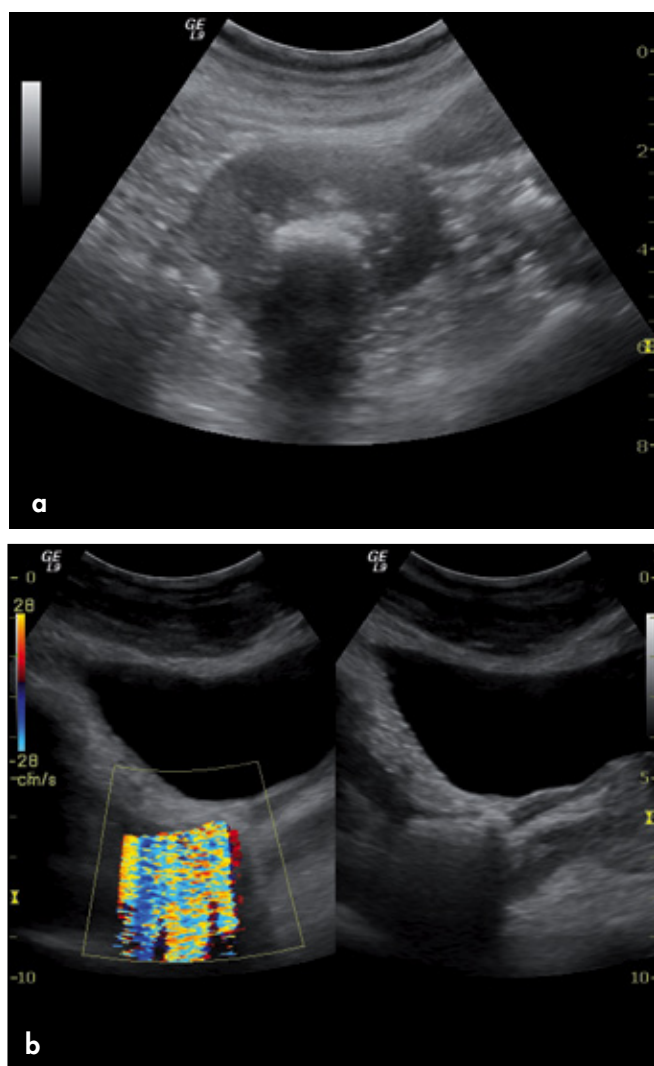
Litiasi renale. Scansione obliqua sul seno renale destro. a) È evidente un grossolano calcolo pelvico senza idronefrosi associata. Dopo una colica renoureterale, in questo paziente affetto da iperparatiroidismo primitivo, l'ecografia evidenzia un'aggregazione di piccoli calcoli nel tratto premurale dell'uretere. b) Notare l'effetto twinkling.
